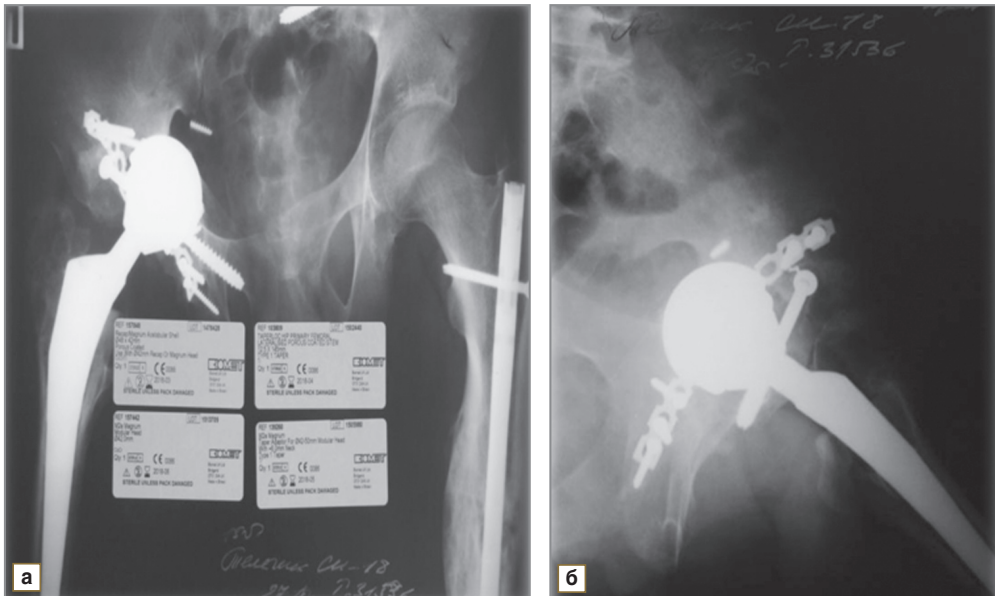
Рентгенограммы таза в прямой (а) и аксиальной проекции (б) после эндопротезирования правого тазобедренного сустава и частичного удаления металлофиксаторов
